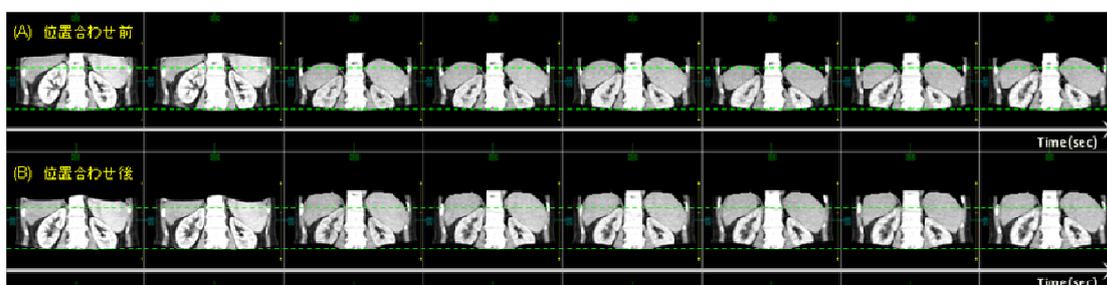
位置あわせ前後CT像(臨床画像:神戸大学殿ご提供)
